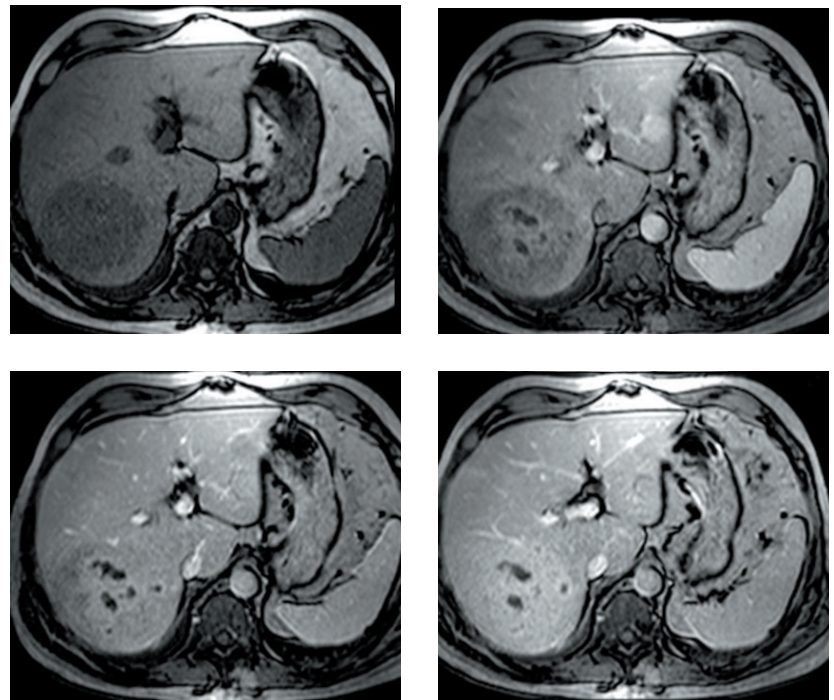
Магнитно-резонансная томография пациента 8 с контрастированием (нативное; 15 секунд артериальная фаза; 60 секунд венозная фаза и 4,5 минуты отсроченная фаза): в центральной части образования имеются неконтрастирующие полости, заполненные жидкостью. Заключение: опухоль правой доли печени со вторичными очагами
